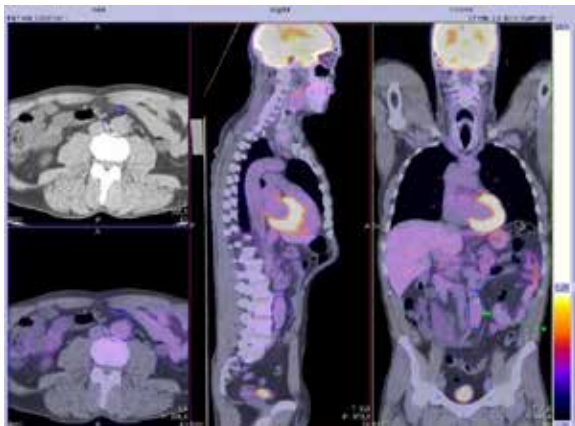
PET-TAC. Periaortitis terminal con moderada-escasa actividad metabólica.
